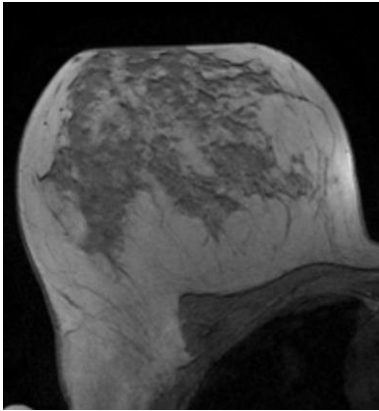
Hochauflösende Mamma MRT mit axialem T1-Schnitt durch die Brust bei sehr dichten Parenchymstrukturen (Lichtbild zur Verfügung gestellt vom Brustzentrum Göttingen). Kein Hinweis auf einen auffälligen Befund.
